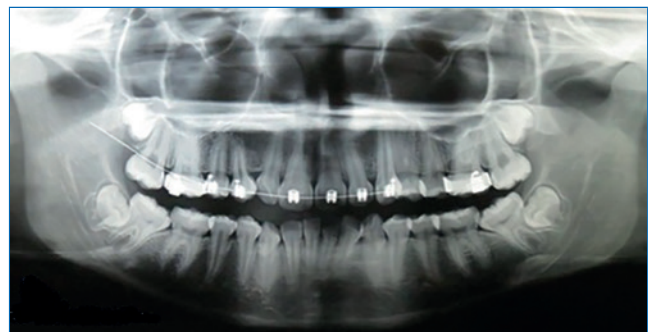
Five-year postoperative panoramic radiography shows normal healing and no signs of recurrence.
